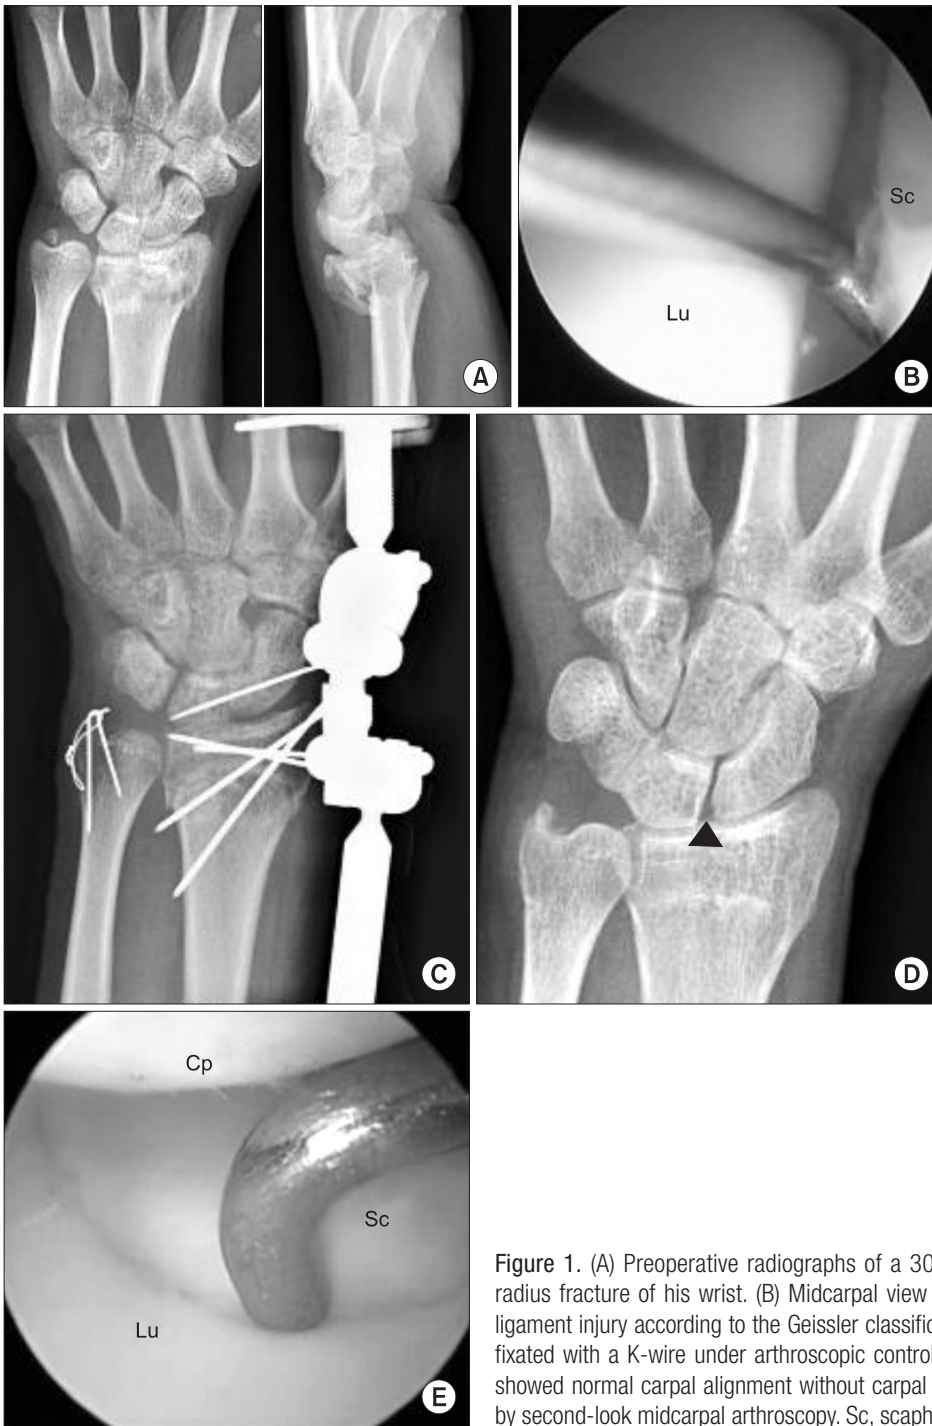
(A) Preoperative radiographs of a 30-year-old man showed an AO type C2 distal radius fracture of his wrist. (B) Midcarpal view showed a grade III scapholunate interosseous ligament injury according to the Geissler classification system.⁵⁾ (C) The scapholunate joint was fixated with a K-wire under arthroscopic control. (D) Twenty-four month follow-up radiograph showed normal carpal alignment without carpal dissociation, and (E) which was demonstrated by second-look midcarpal arthroscopy. Sc, scaphoid; Lu, lunate; Cp, capitate.
